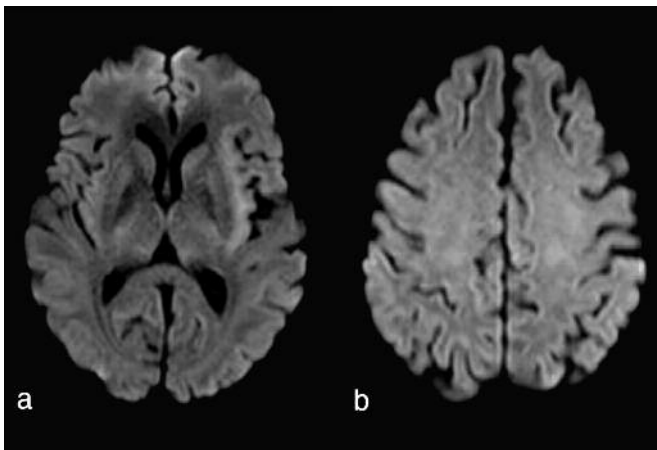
a, b Immagini assiali DWI. Appare ridotta l'entità, rispetto al precedente esame RM, della restrizione della diffusività a carico delle aree descritte. Si evidenzia la comparsa di ulteriore iniziale area di restrizione della diffusività a carico della corteccia insulare di destra.
